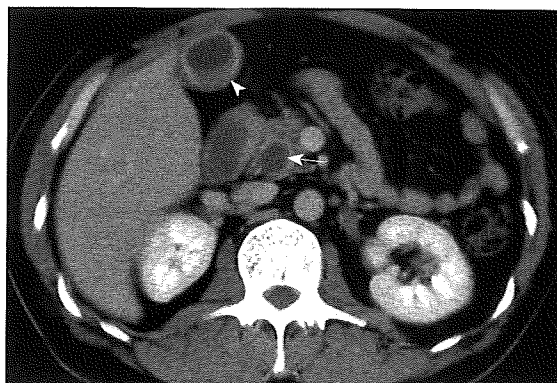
CT demonstrating dilatation of both the intrahepatic and extrahepatic bile ducts, diffuse thickening of the wall of the extrahepatic bile duct (arrow), and thickening of the gallbladder wall (arrowhead).
